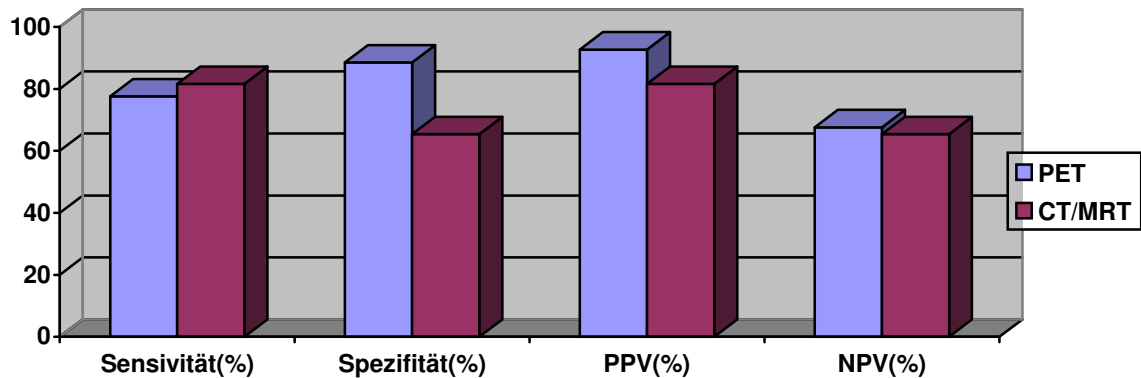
Wertigkeiten von PET versus CT/MRT
